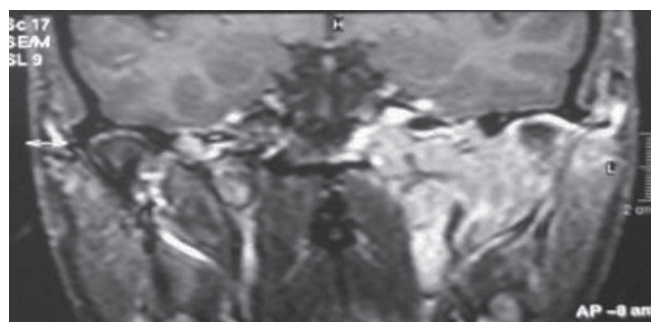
Resonancia magnética de cráneo en T1.
